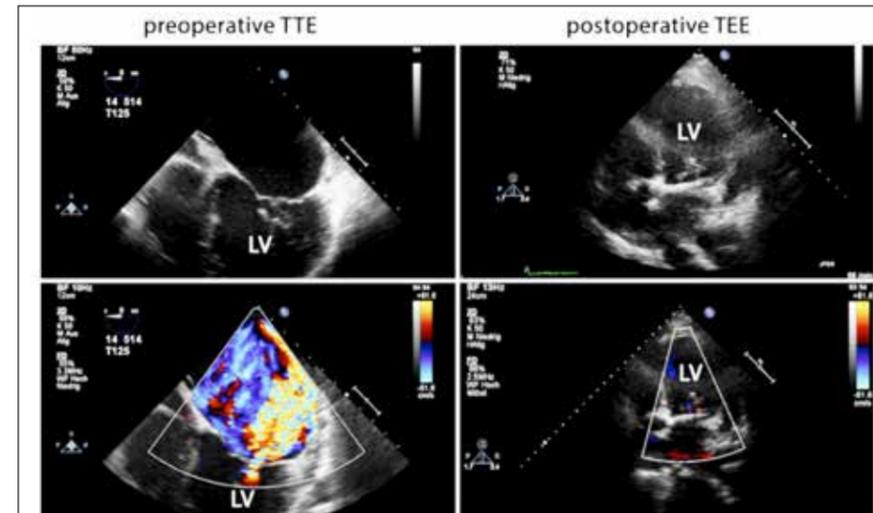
Prä- und postoperatives Echokardiogramm eines repräsentativen Patienten nach Mitralklappenreparatur mit der Ring-Noose-String-Technik
